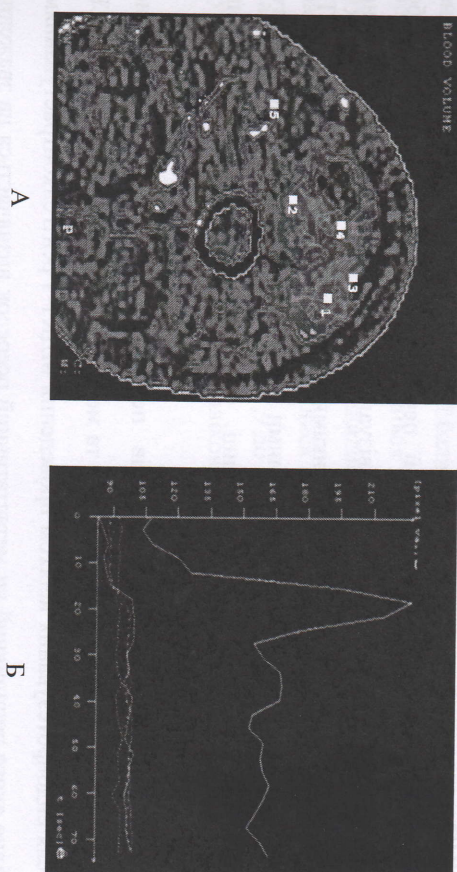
Фотовідбитки перфузіографії пацієнта Л. Остеосаркома. Перфузіографія: А – кольорове зображення по ОК з розділенням зон інтересу; Б – залежність рентгеновської щільності від часу, графік залежності накопичення РКР – вимивання РКР.
